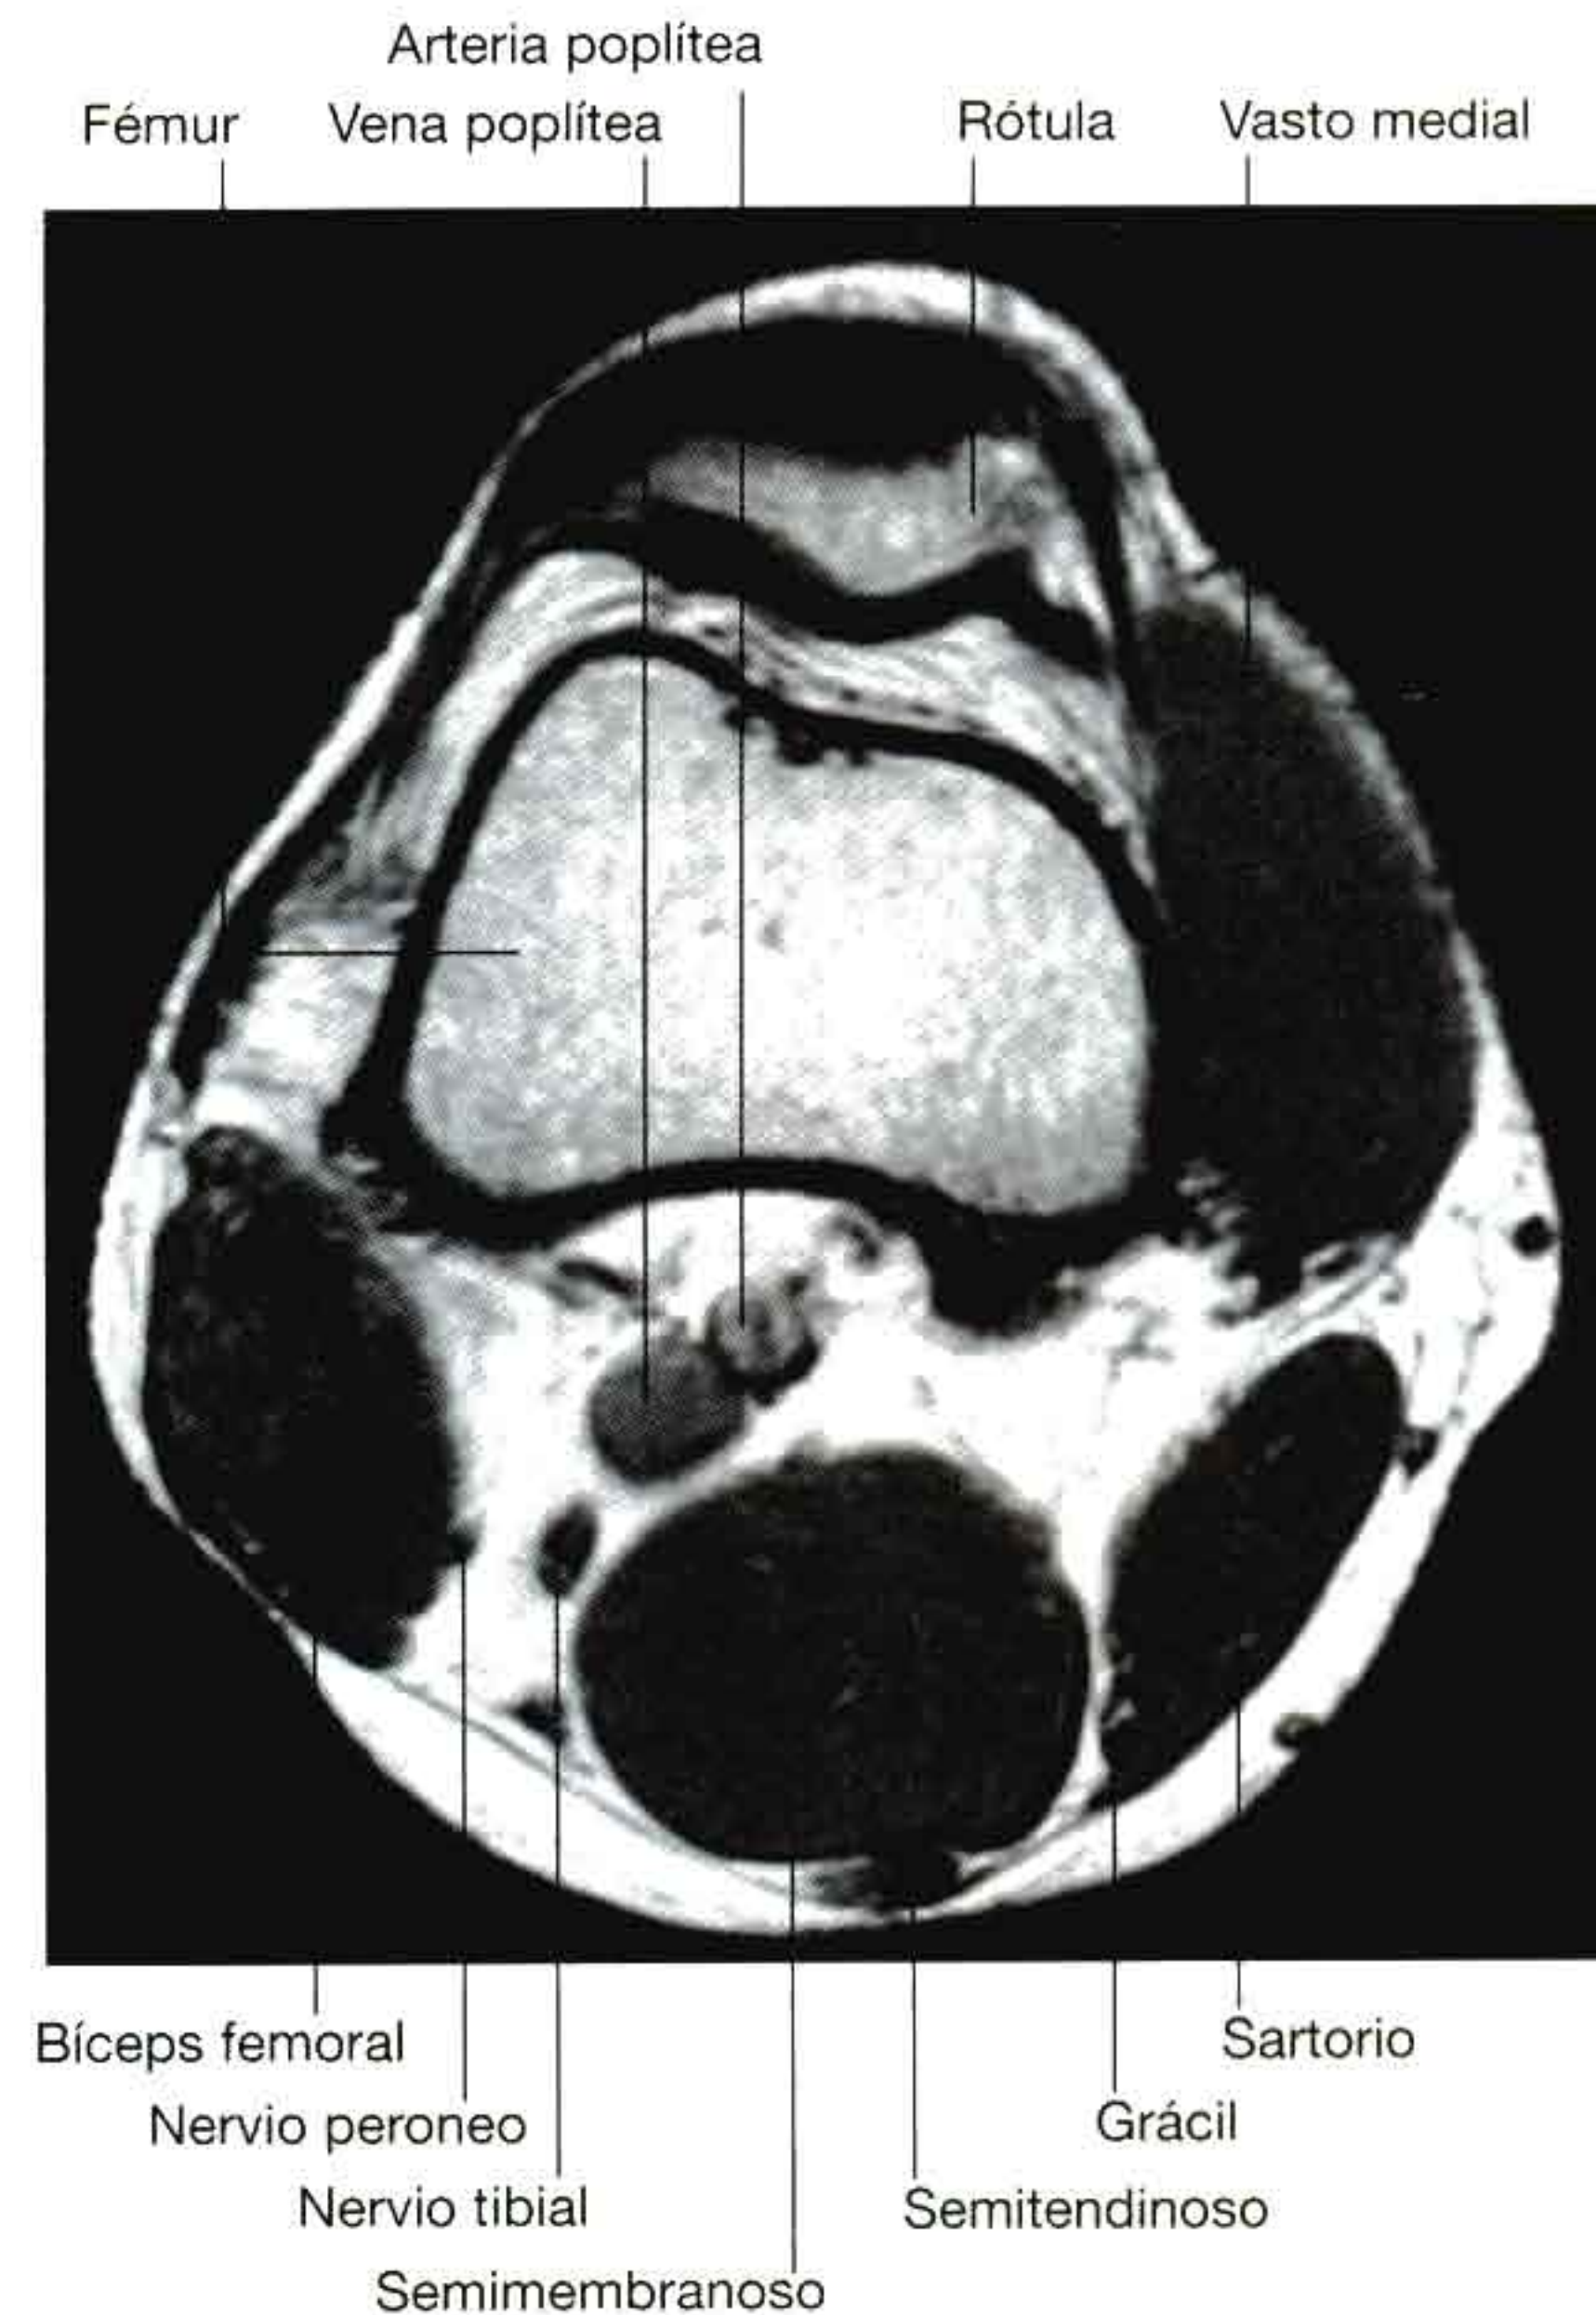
Fosa poplítea que muestra la posición de la arteria y vena poplíteas, y del nervio ciático. Resonancia magnética potenciada en T1 en el plano axial.
